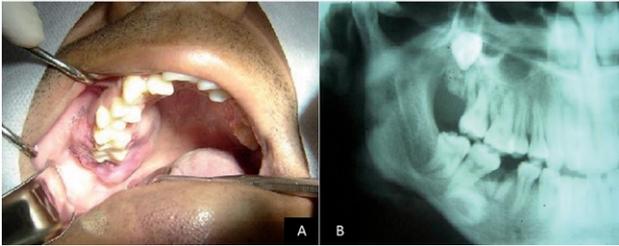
A) Aspecto clínico da lesão em palato posterior direito, exibindo coloração normal, com pontos hemorrágicos espalhados por toda parte, consistência fibrosa e diâmetro aproximado de 4 cm. B) Radiografia panorâmica dos maxilares, exibindo pontos radiopacos em região próxima à lesão e áreas de reabsorção óssea.
